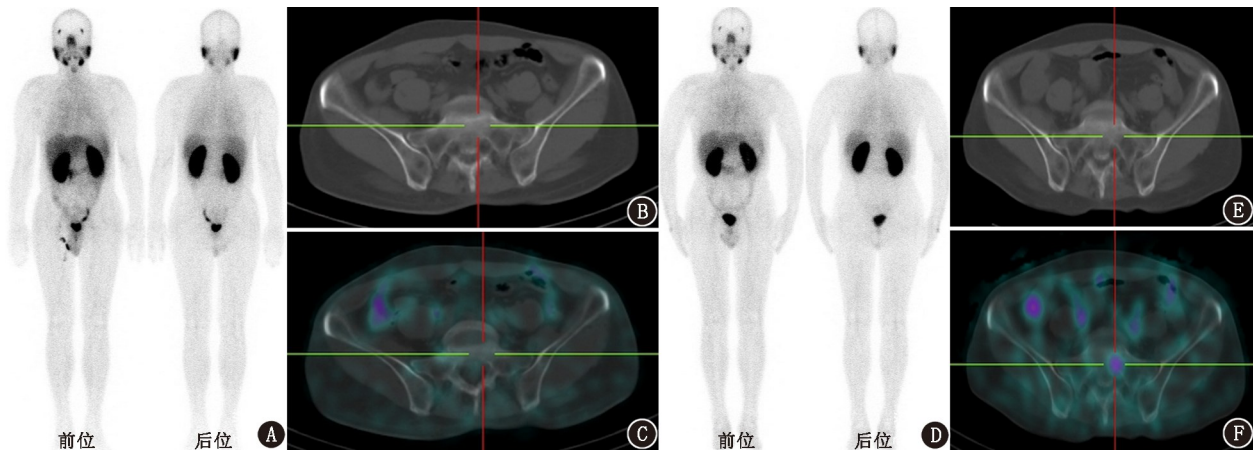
前列腺癌骨转移患者(59岁) $^{99}\text{Tc}^{\text{m}}$ -联胍尼克酰胺(HYNIC)-前列腺特异膜抗原(PSMA) SPECT/CT显像图[根治术后4年,Gleason评分4+5=9分,前列腺特异抗原(PSA)为 $0.26\ \mu\text{g/L}$]。A~C.第1次显像为阴性,观察4个月 PSA 为 $0.76\ \mu\text{g/L}$;D~F.第2次显像,全身平面像示左侧骶骨显像剂摄取轻度增高,CT未见明显异常,SPECT/CT示左侧骶骨摄取PSMA轻度增高($\text{SUV}_{\text{max}} = 1.63$);该患者内分泌治疗2个月后PSA为 $0.21\ \mu\text{g/L}$,4个月后PSA $<0.001\ \mu\text{g/L}$
